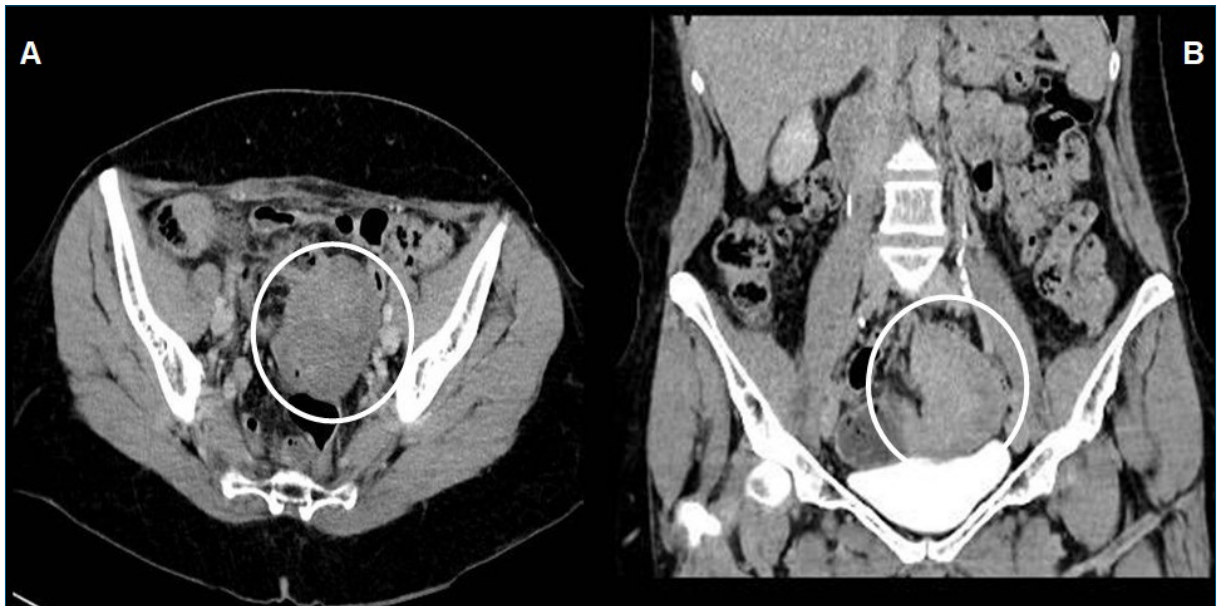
A) tomografía de pelvis, corte transversal: masa sólida, de 75 x 55 mm, heterogénea, que no capta el contraste, lateralizada a izquierda, comprime y desplaza las estructuras digestivas. B) corte frontal: tumoración sólida lateralizada a izquierda, apoyándose sobre la vejiga.
